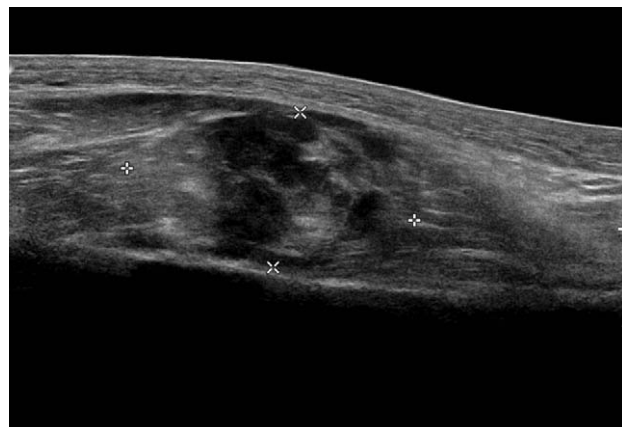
47 year old male complained painful swelling of right proximal thigh after strenuous activity. Sagittal ultrasound image of his right proximal thigh shows segmental loss of normal muscular pattern and collection of low echoic mass suggesting partial substantial tear of vastus lateralis muscle.
